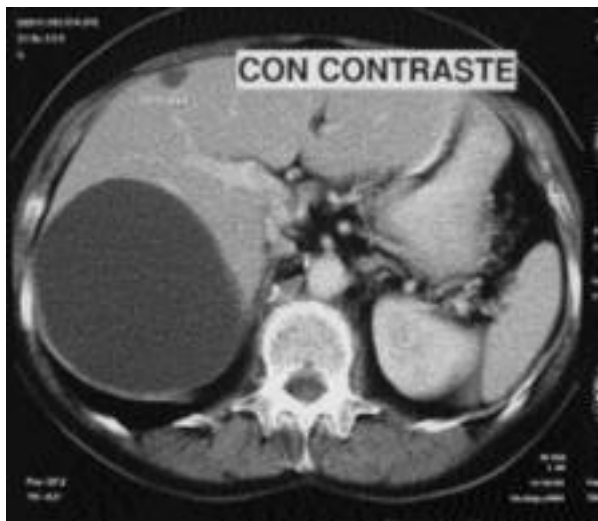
Tomografía. Quiste hepático
